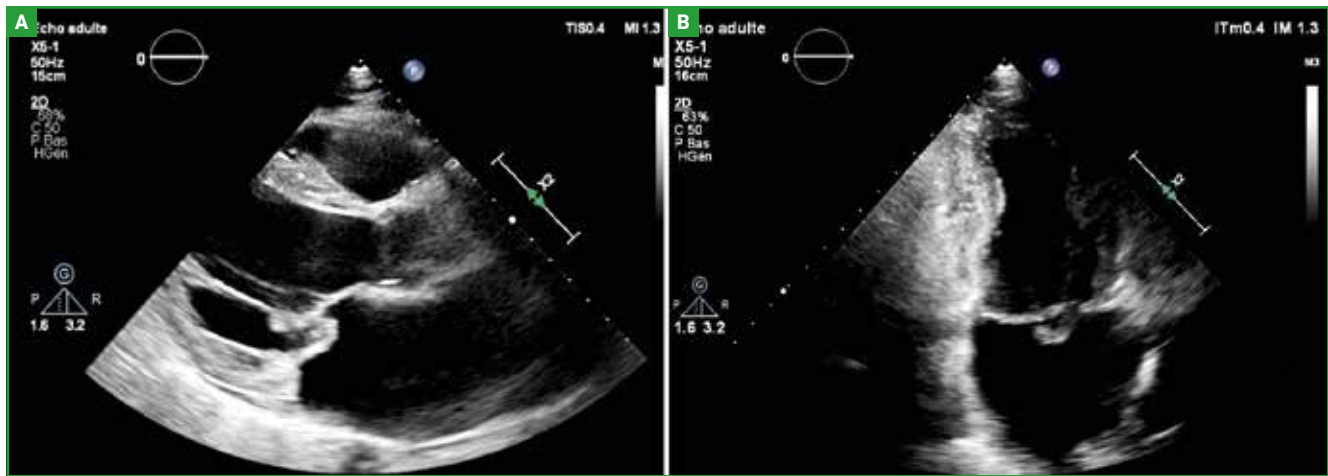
Exemple de francs prolapsus de la valve mitrale postérieure au niveau de P2 visible en parasternal grand axe (A) et en apical 2 cavités ou coupe bicommissurale (B).
